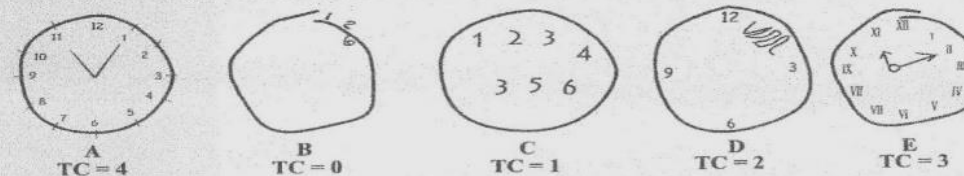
exemple ale testului ceasului la o persoană vârstnică normală (control) (A) și la pacienți cu demență (B-E). În aceste exemple, pacienții au fost instruiți să reprezinte grafic ceasul la ora 11:10. Scorurile TC sunt prezente sub fiecare desen.^{2*}
